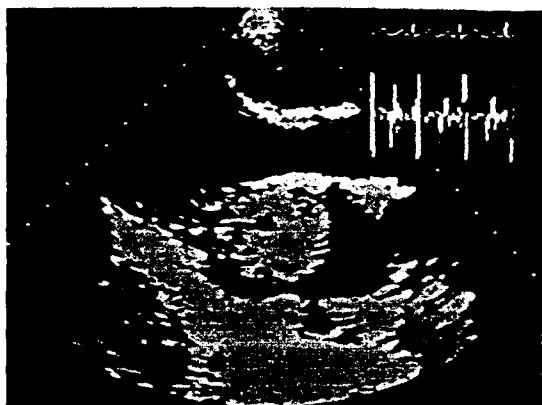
Parasternal long axis view, systolic phase : Tumor mass protruded into the left atrium, 23 year old female, left atrial myxoma case.
